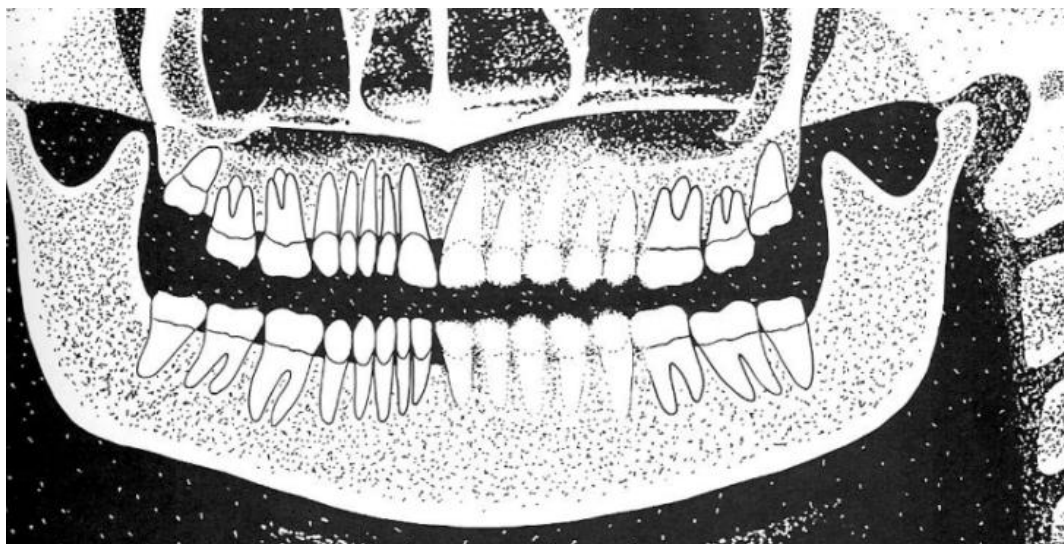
Leuan asettelu liian ylhäällä. (Kirjasta Langland O. et al. Panoramic Radiology. 1982.)
